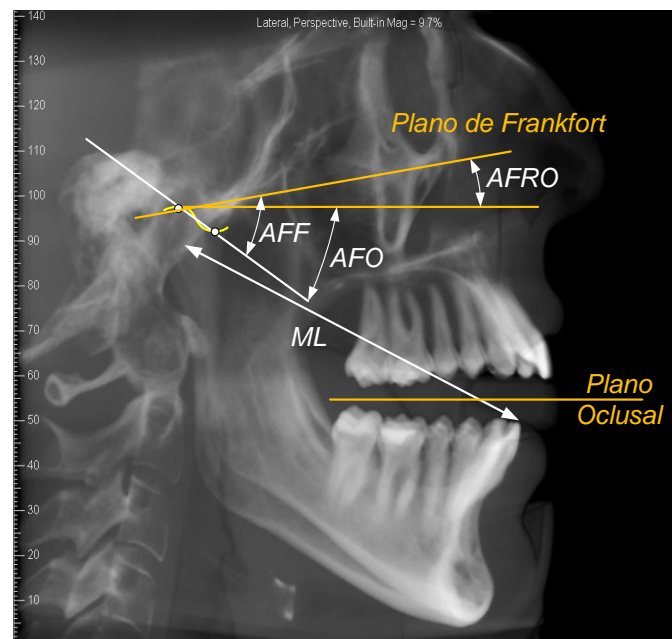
Radiografía con los parámetros estudiados: *AFRO*, ángulo entre el plano de Frankfort y el plano oclusal; *AFF*, ángulo entre la fosa articular y el plano de Frankfort; *AFO*, ángulo entre la fosa articular y el plano oclusal; *ML*, longitud mandibular
